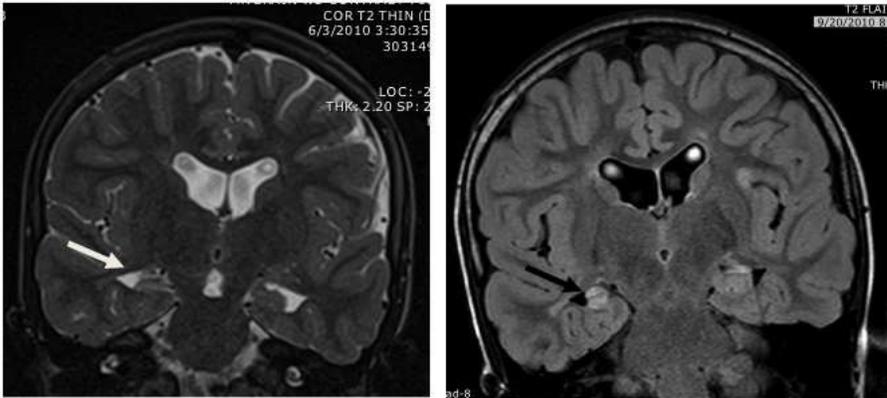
Esclerosis hipocampal. Imágenes coronales T2-ponderada y FLAIR representan la esclerosis del hipocampo derecho (ver flechas) en un joven de 11 años con un historial de estado febril y asfisia perinatal relacionada con una anomalía cardíaca congénita. Observar la triada de la atrofia, aumento de la señal y pérdida de la estructura anatómica.
